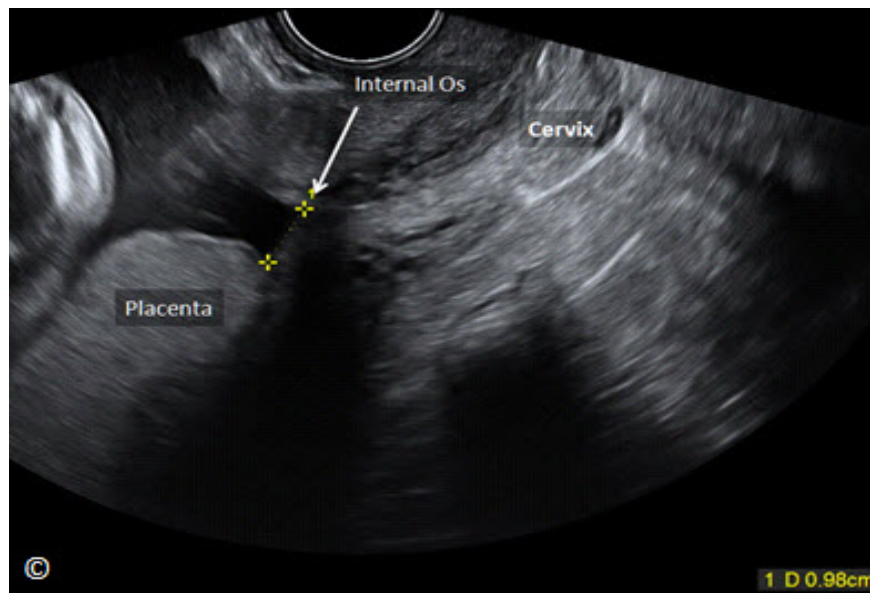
Un ultrasonido transvaginal durante el tercer trimestre que muestra una placenta baja posterior (con la etiqueta). Obsérvese que el borde inferior de la placenta está a unos 0.9 cm del orificio cervical interno (la etiqueta). El cérvix también se etiqueta para la orientación de la imagen.
